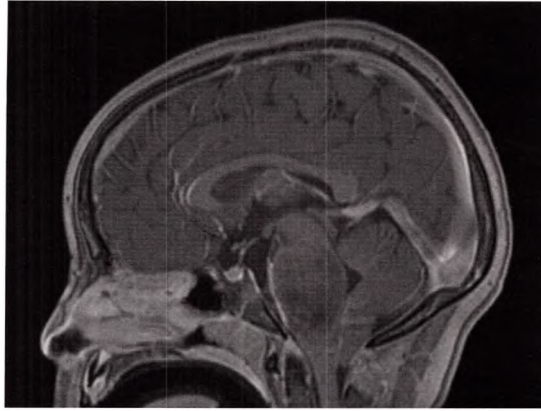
IRM en pondération T1 avec injection de gadolinium, coupe sagittale. Tumeur infiltrante du pont (DIPG).
